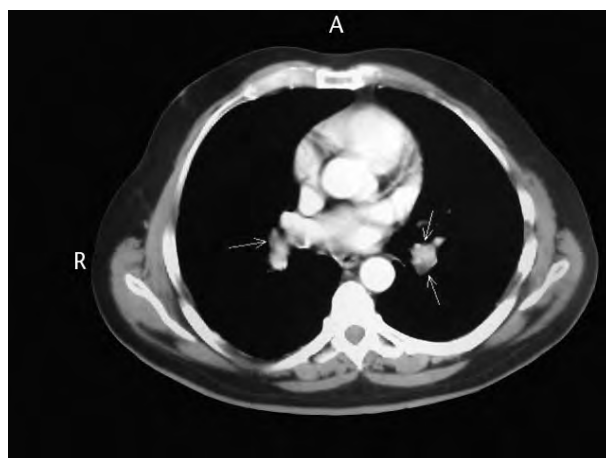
Tomografía computarizada (TC) de tórax. Defectos de repleción en las regiones periféricas de ambas arterias pulmonares principales y en la rama descendente de la pulmonar izquierda en relación con un embolismo pulmonar.
